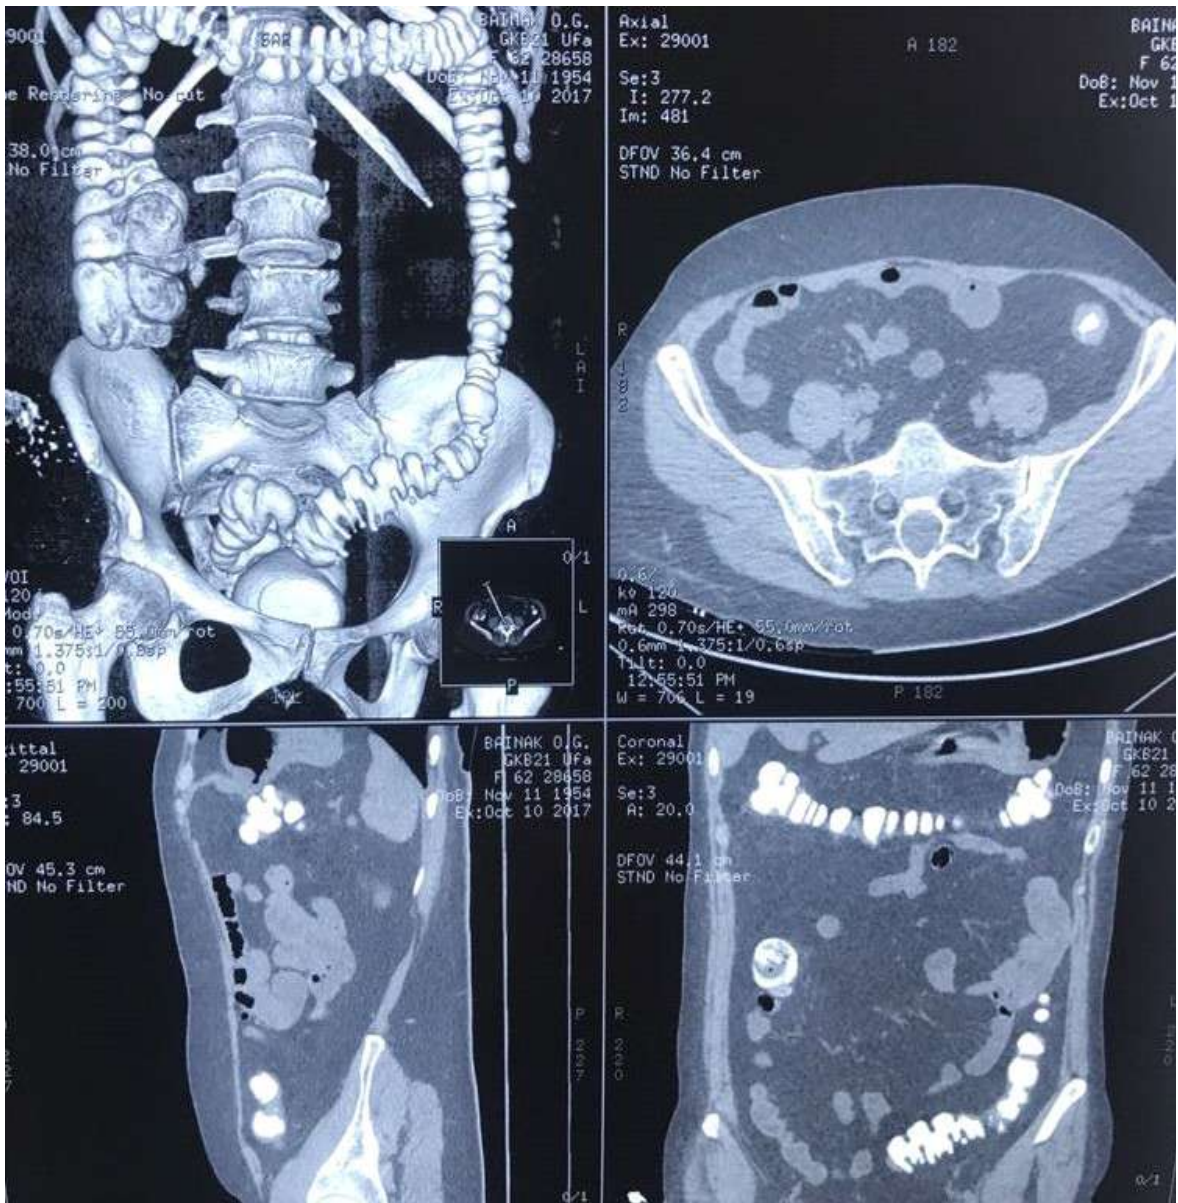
КТ с контрастированием толстой кишки при контроле внутрикисечного давления поперечный срез
